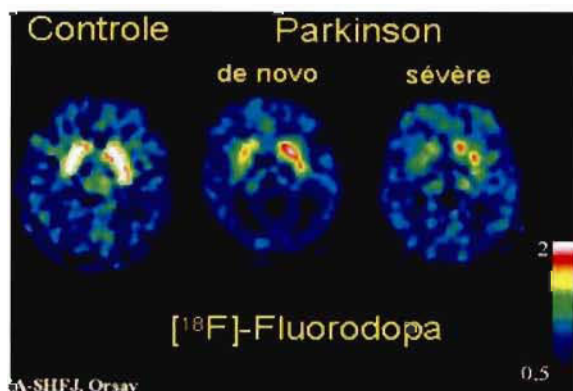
Images de cerveaux en coupes axiales obtenues à l'aide d'un PET SCAN
